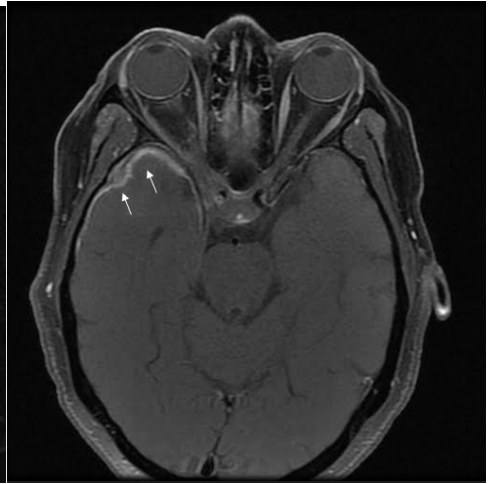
MRI of brain sagittal view
